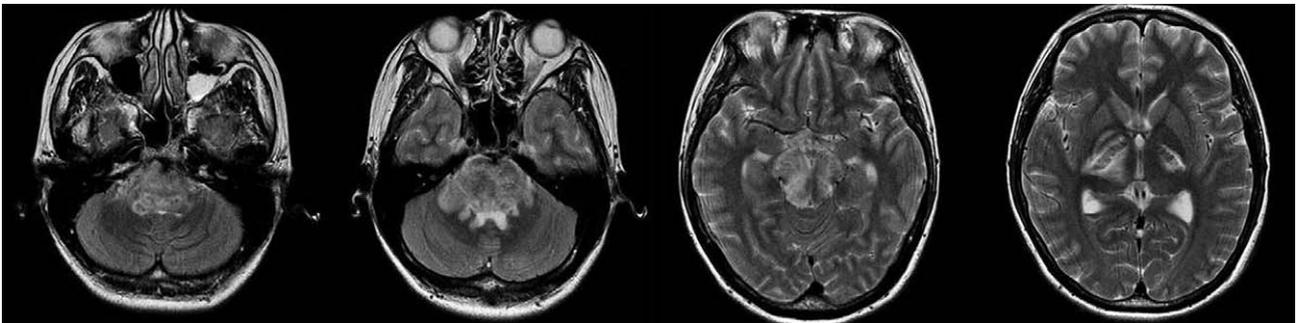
T2-weighted images of brain MRI on hospital day 1.
